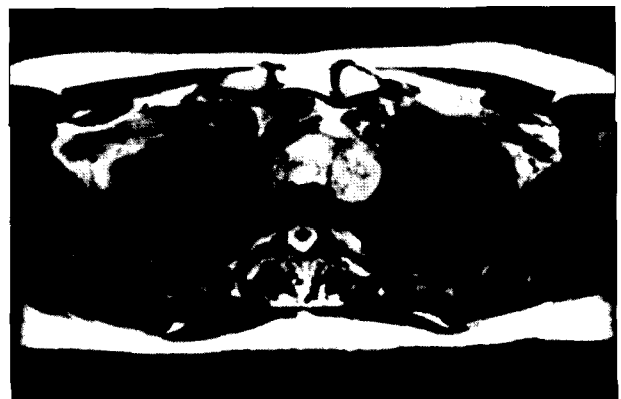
Preoperative mediastinal MRI. On T2-weighted images septae of low signal intensity radiated throughout large high-signal mass.
